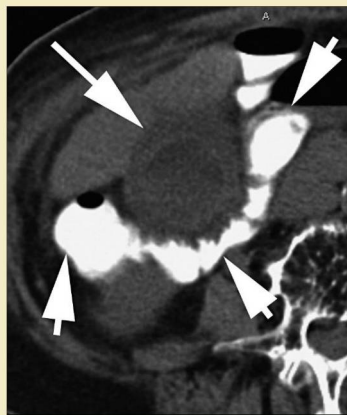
Imagen de TC axial sin contraste que muestra barro en la vesícula biliar, engrosamiento de la pared de la misma y líquido pericolestocístico (flecha larga) en un paciente con colecistitis acalculosa. Obsérvese la estrecha relación del colon transversal (flechas cortas) con los potenciales accesos anterior o posterior.
